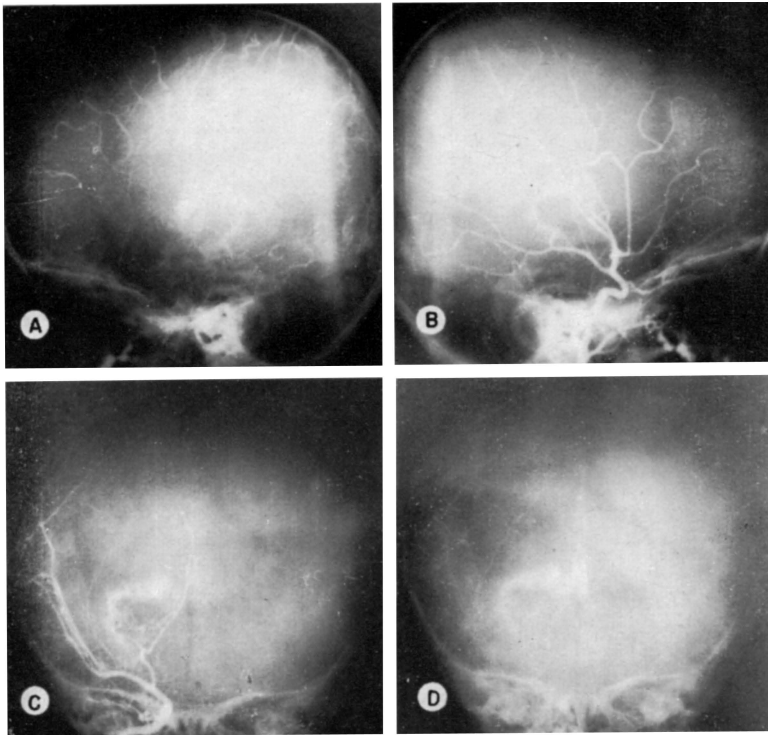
Caso JRV. Em A, perfil do tempo venoso da angiografia cerebral via artéria carótida esquerda; nota-se o plexo coróide hipertrofiado nitidamente contrastado. As demais radiografias são da arteriografia direita; nos tempos arteriais (B e C), ausência da artéria cerebral anterior, notando-se que a artéria coróide posterior, excessivamente calibrosa, dirige-se para o plexo coróide hipertrofiado; no tempo venoso (D), o plexo aparece mais nitidamente contrastado.
